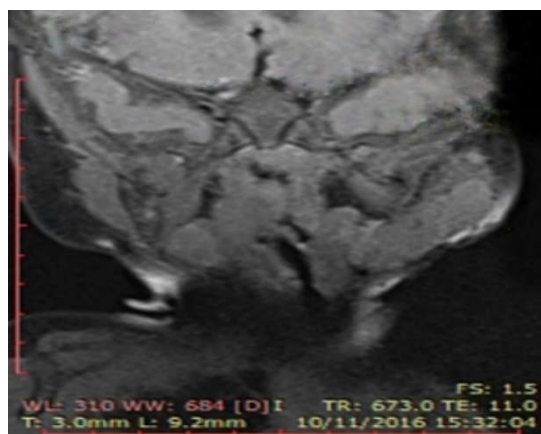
Ressonância magnética da cabeça e do pescoço em plano frontal.
